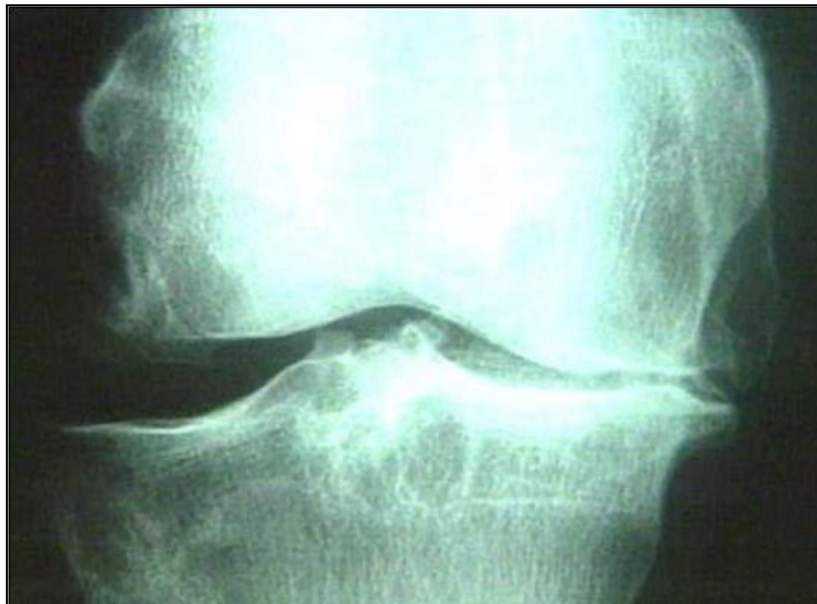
Demonstração da diminuição do espaço articular através da radiografia
